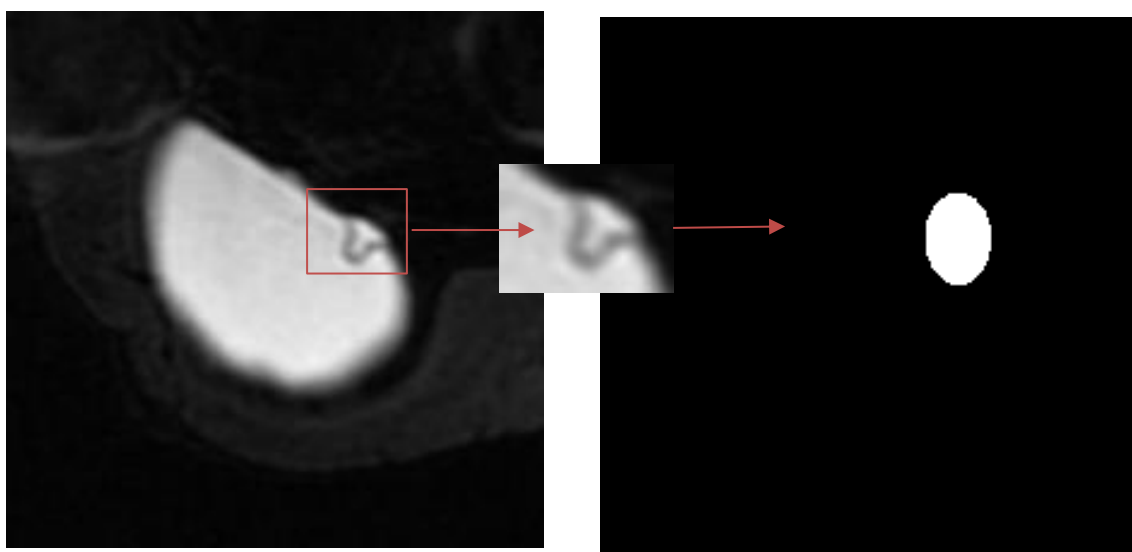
Anotace MRI snímků v SW LabelImg
